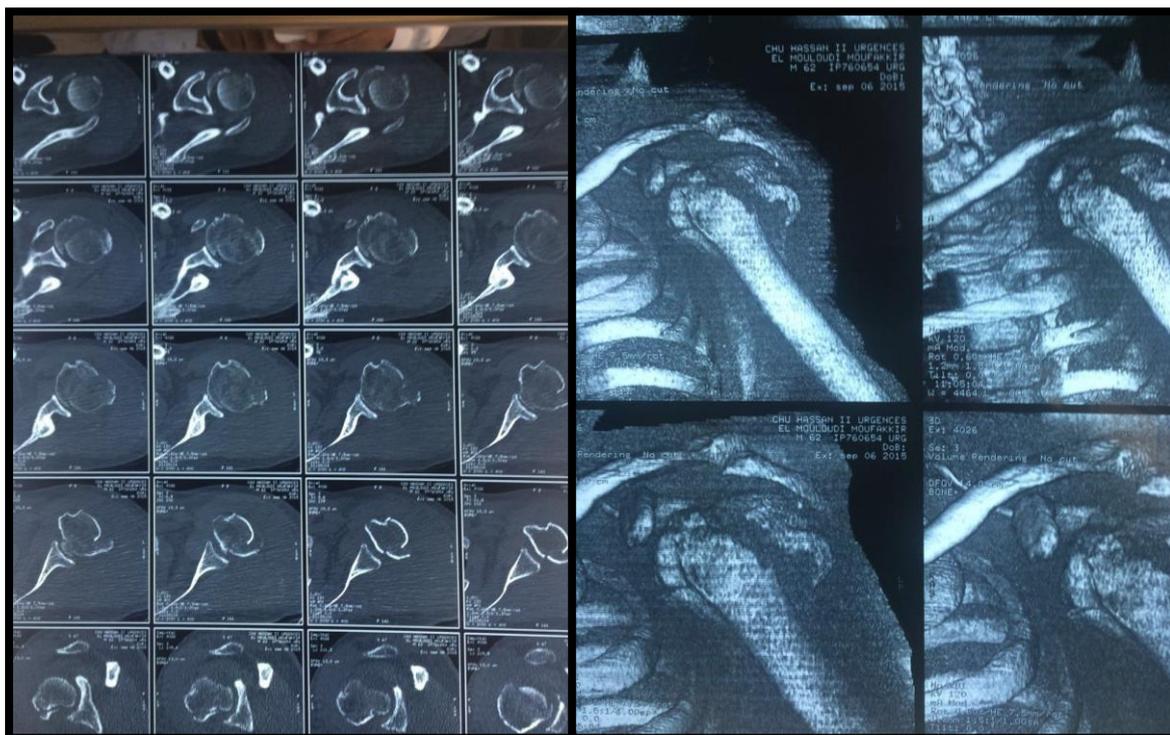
Aspect TDM avec reconstruction 3D montrant la fracture à 4 fragments.
